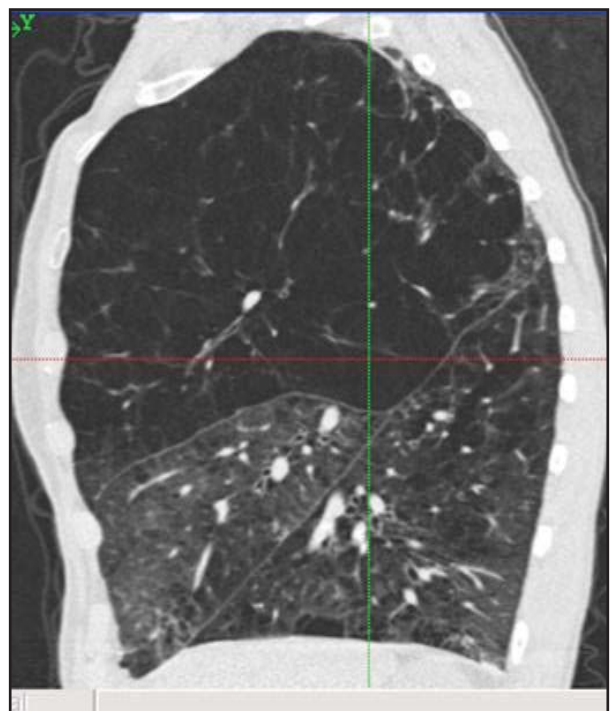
Corte sagital de TC evidenciando enfisema quase exclusivamente em lobo superior direito.
